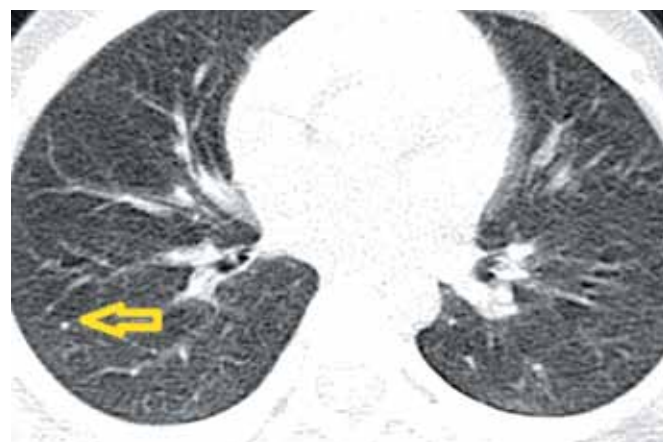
Ошибочная интерпретация данных КТ (ортогональный срез сосудов). Неправильная трактовка КТ картины – за очаговые изменения в правом легком принято изображение сосуда в ортогональной проекции. Клинические и лабораторные данные свидетельствовали о полном здоровье ребенка, однако был заподозрен локальный туберкулез.
